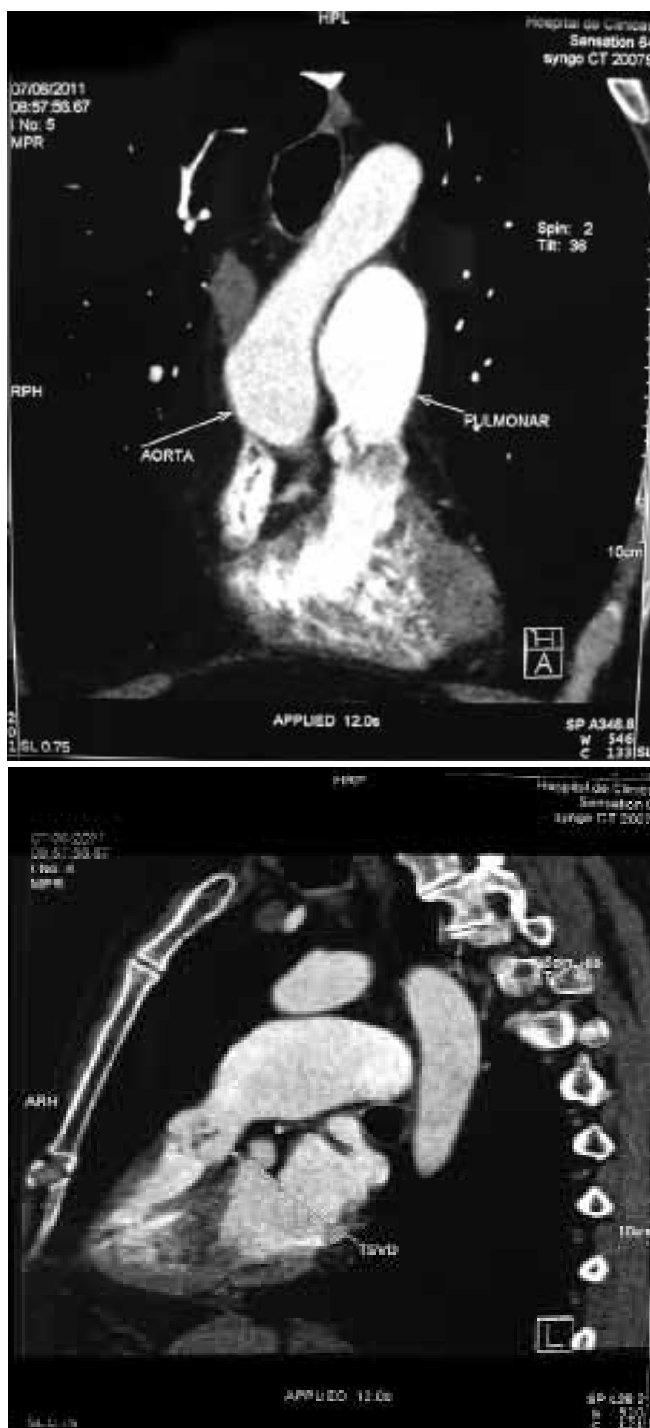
Angio TC de Tórax. Corte sagital y coronal.
